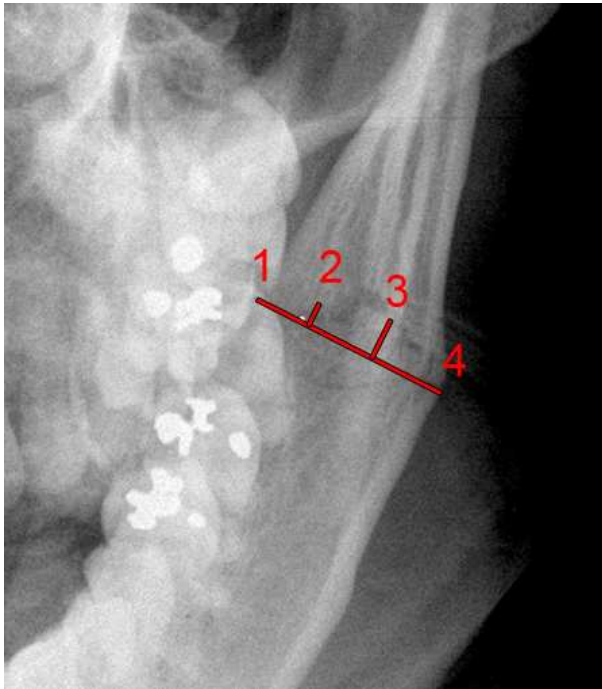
Messpunkte Orthopantomogramm
